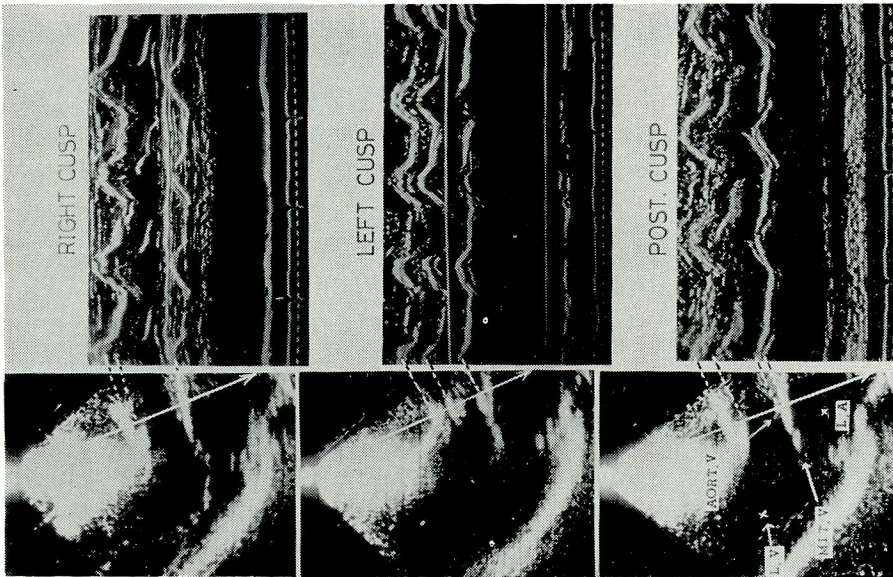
Ultrasono-tomograms and the echogram (UCG) directed to the line depicted in the tomogram of each aortic cusp
